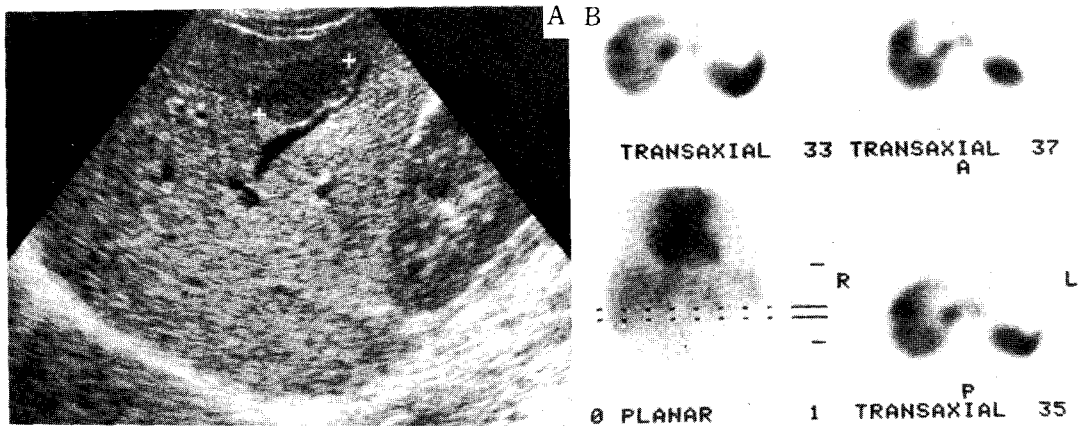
Detection of additional nodule by SPECT.
